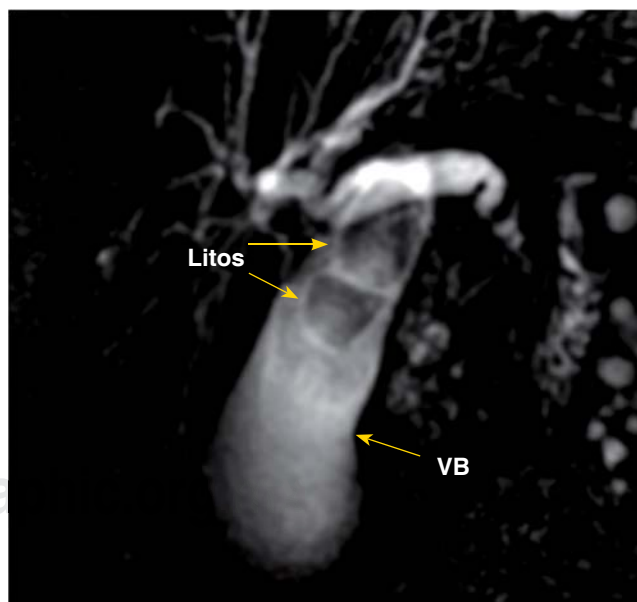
Paciente de 85 años de edad con dolor agudo en hipocondrio; la colangiopancreatografía por resonancia magnética muestra dos litos en vesícula biliar, uno de ellos enclavado en el cuello de la vesícula biliar.
